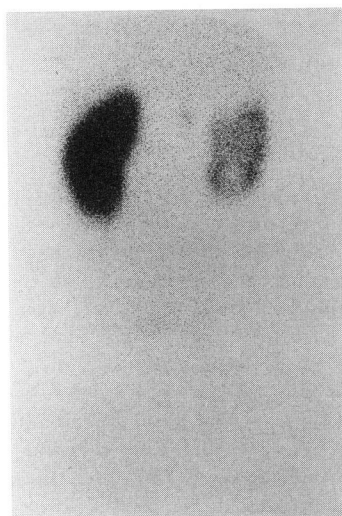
Renal scintigraphy showed non functioning upper pole and malfunction of the residual region on the right kidney, in comparison to the left kidney.
